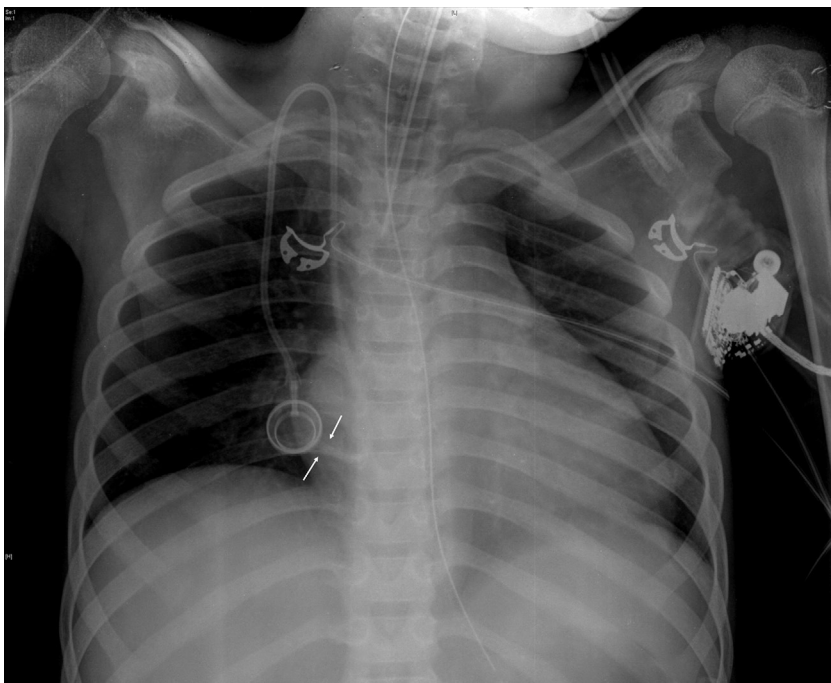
Radiografía de tórax realizada el día del taponamiento cardiaco. Parénquimas pulmonares sin alteraciones, cardiomegalia global con borde cardiaco izquierdo borrado. Se evidencia punta de catéter en zona teórica de aurícula derecha pero se puede observar cómo el trayecto final hace forma de «J» con la punta orientada hacia la cara lateral lo que puede ser un hallazgo de perforación miocárdica (o riesgo de presentarla), tal y como describe Towbin².
